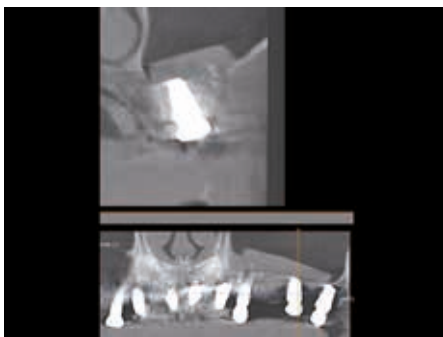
КТ через 6 месяцев после операции. Четко видны границы Cortiflex
